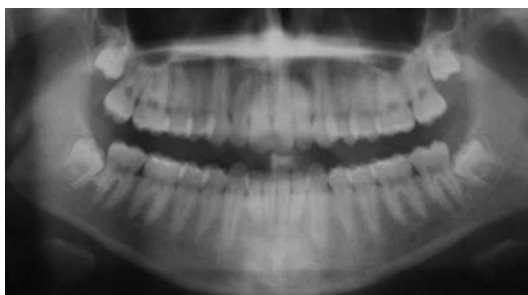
Radiografia panorâmica prévia ao deslocamento com a presença das quatro unidades inclusas.
